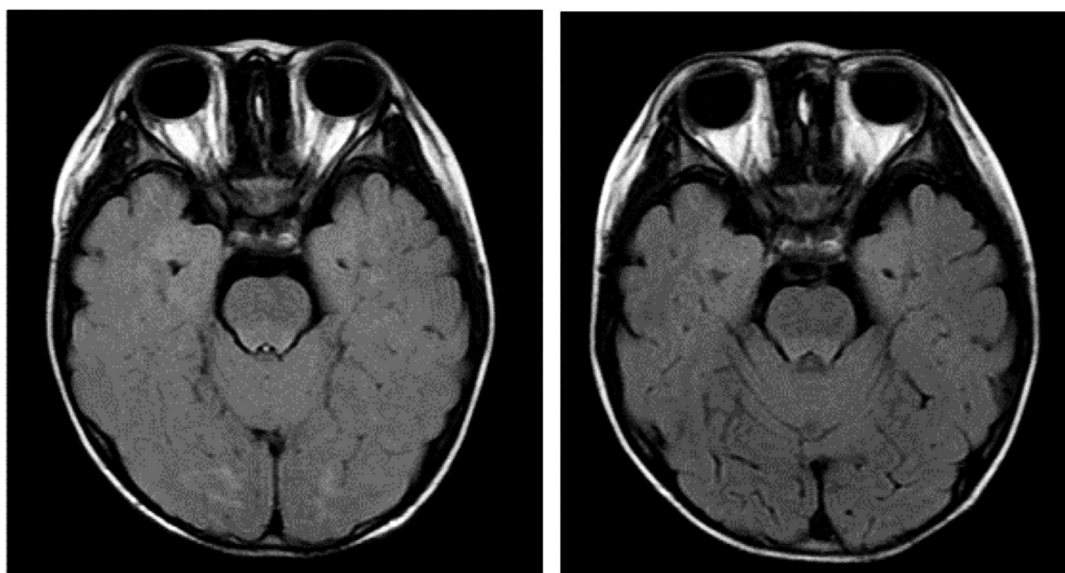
Brain MRI. Highperintensity of the occipital lobe on FLAIR image indicated posterior reversible encephalopathy syndrome (Left: on admission (day 1)). The hyperintensity lesion was disappeared (Right: day 5).
